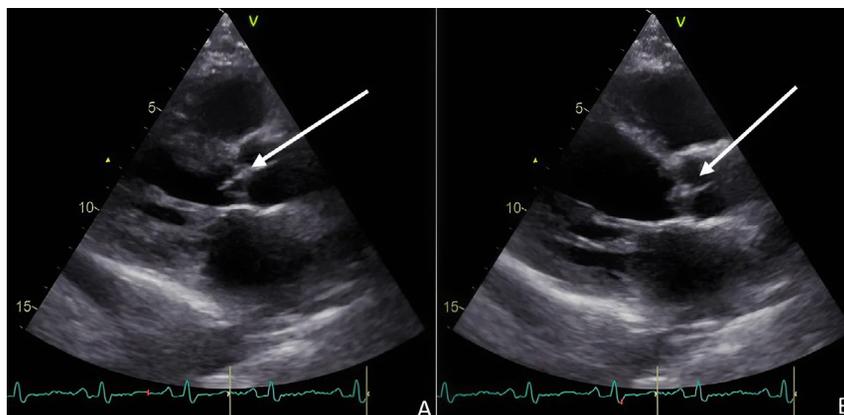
Ecocardiograma transtorácico con presencia de vegetación en válvula aórtica nativa. A) y B) Válvula aortica cerrada.
